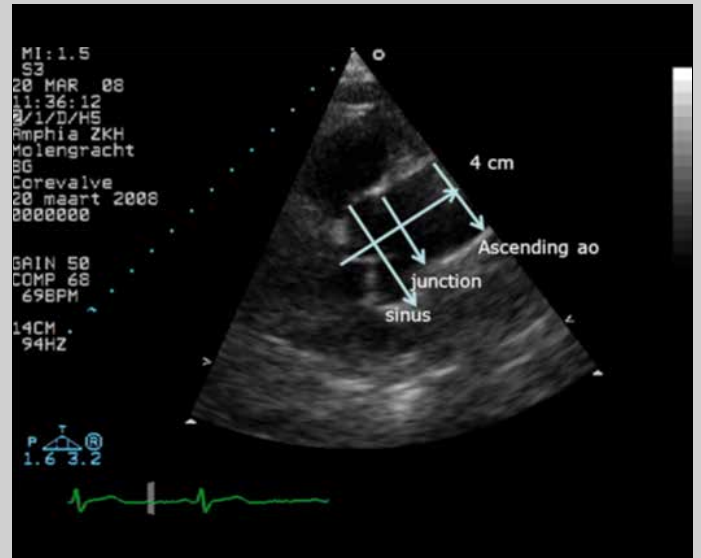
Evaluación y cuantificación por ecografía de raíz aórtica.
